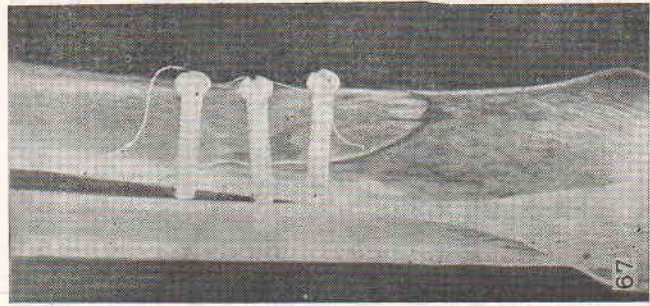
Рентгенограмма большого К. через 14 сут после начала ЭСО с дистально расположенным анодом.
